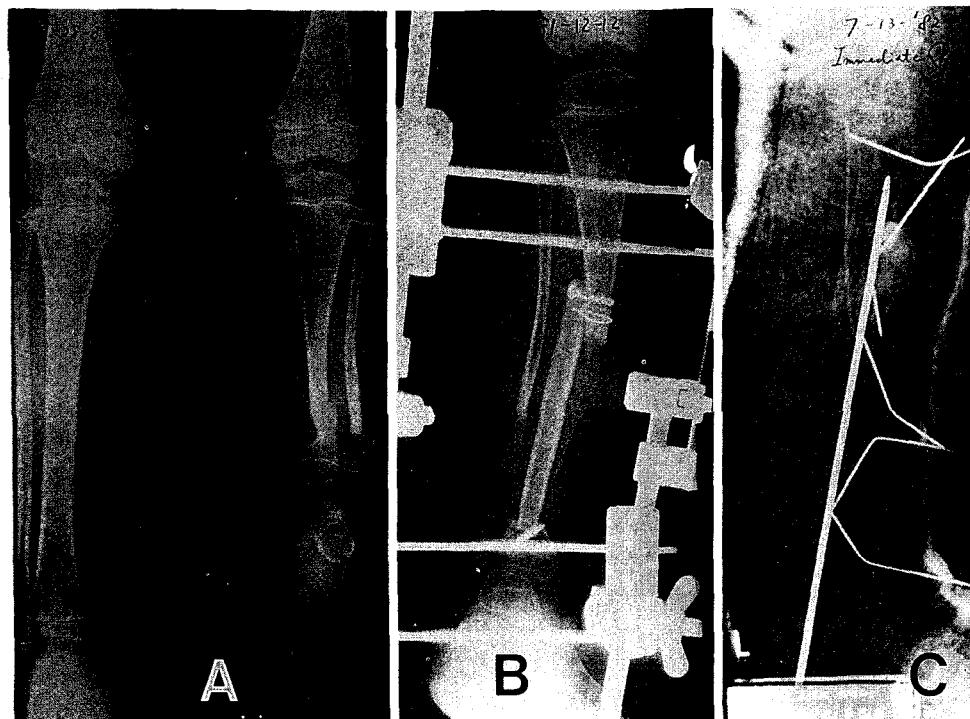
X-rays of an congenital pseudarthrosis of tibia.
